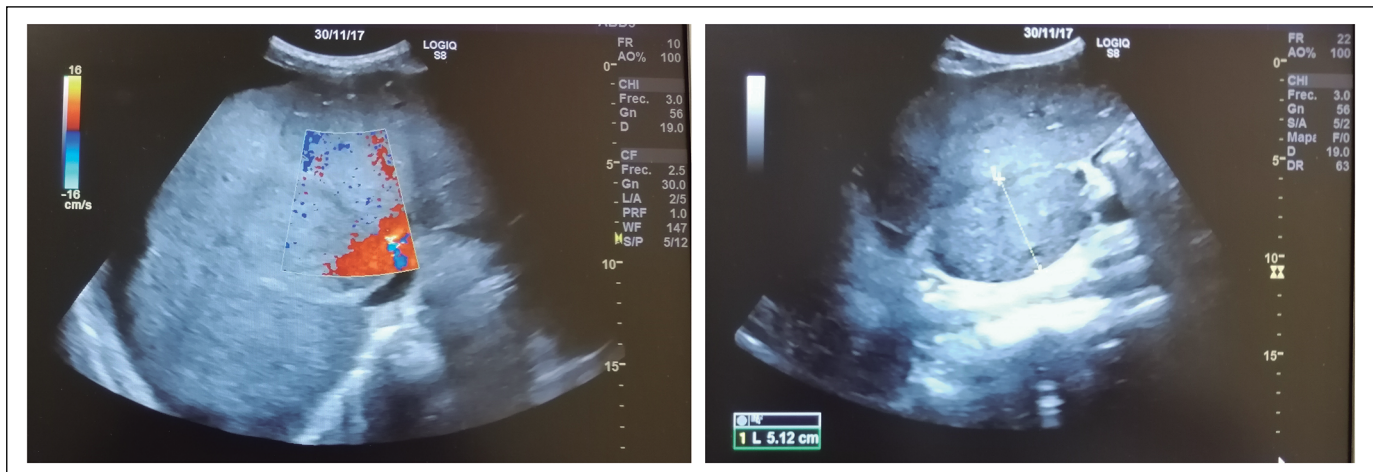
Ultrasonografía Doppler abdominal al momento del diagnóstico del paciente número 2. Se evidencia obstrucción del flujo de salida hepático, ascitis e hipertrofia del lóbulo caudado.
